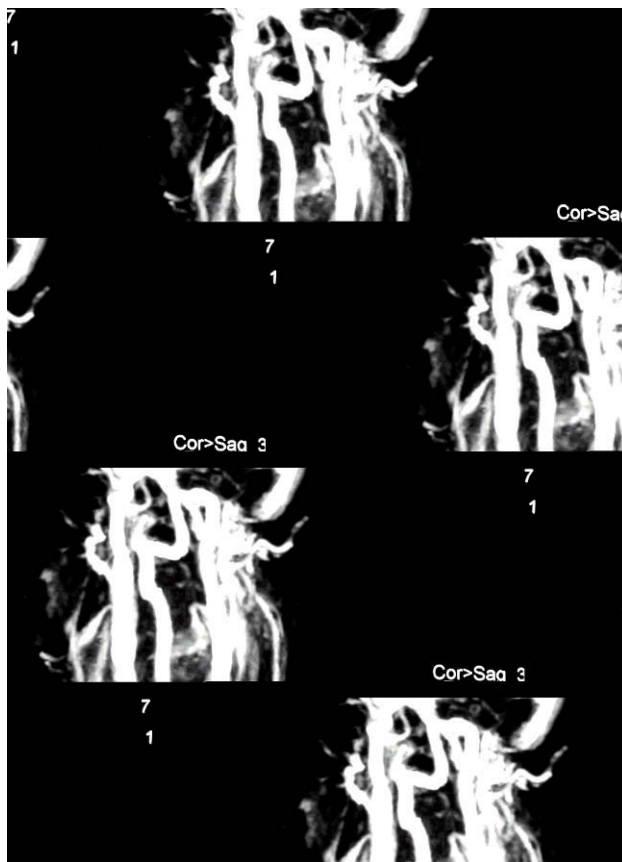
Angiorresonancia magnética con oclusión completa de la subclavia izquierda con repermeabilización distal.
